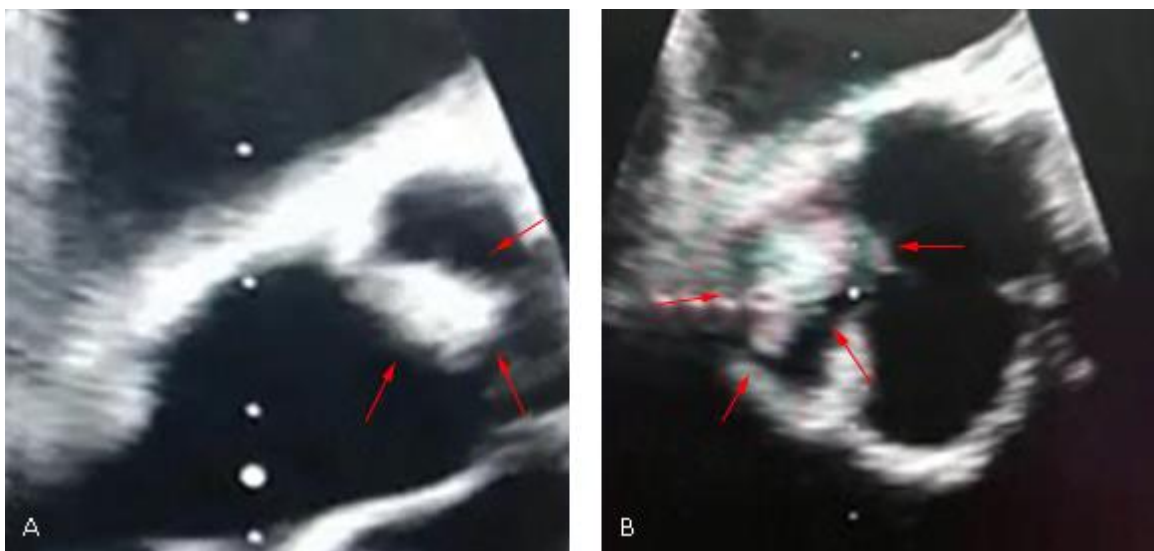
Ecocardiograma transesofágico: vegetación (flechas rojas), como imagen pendulante (A, B), limitada a velo coronario izquierdo de válvula aórtica nativa, previo a tratamiento antibiótico.
